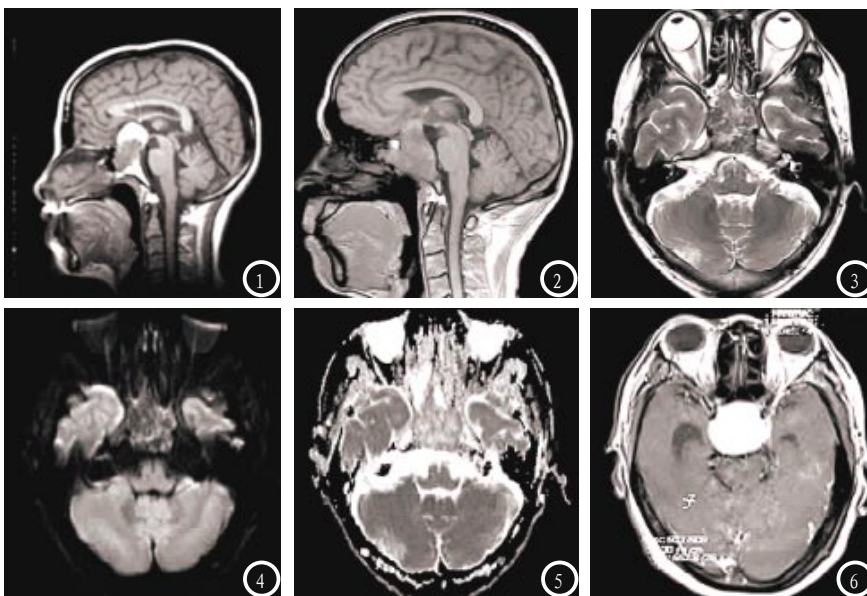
图1为一男性患者MRI平扫, 显示颅底型垂体瘤多呈类圆形, 边缘光滑清晰, 显示为等密度或高密度。图2-6为同一男性患者, MRI平扫显示鞍底破坏肿瘤侵入蝶窦内, 并可见高密度血肿影; 图3显示轴面 T2WI稍高信号; 图4、5为轴面DWI, 可见病灶不均匀受限, 实性部分低信号; 图6为增强扫描, 可见不均匀强化。
